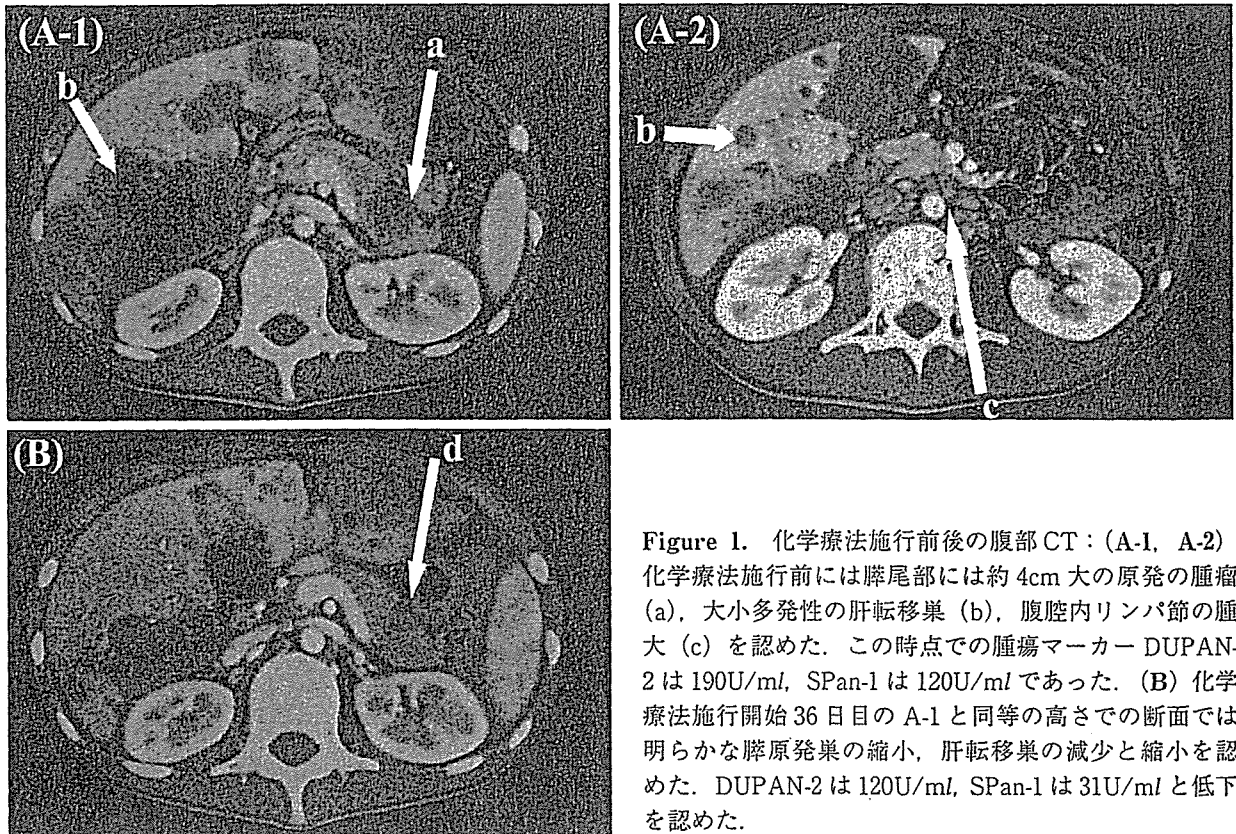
化学療法施行前後の腹部CT：(A-1, A-2) 化学療法施行前には膵尾部には約4cm大の原発の腫瘍(a), 大小多発性の肝転移巣(b), 腹腔内リンパ節の腫大(c)を認めた. この時点での腫瘍マーカーDUPAN-2は190U/ml, SPan-1は120U/mlであった. (B) 化学療法施行開始36日目A-1と同等の高さでの断面では明らかな膵原発巣の縮小, 肝転移巣の減少と縮小を認めた. DUPAN-2は120U/ml, SPan-1は31U/mlと低下を認めた.
